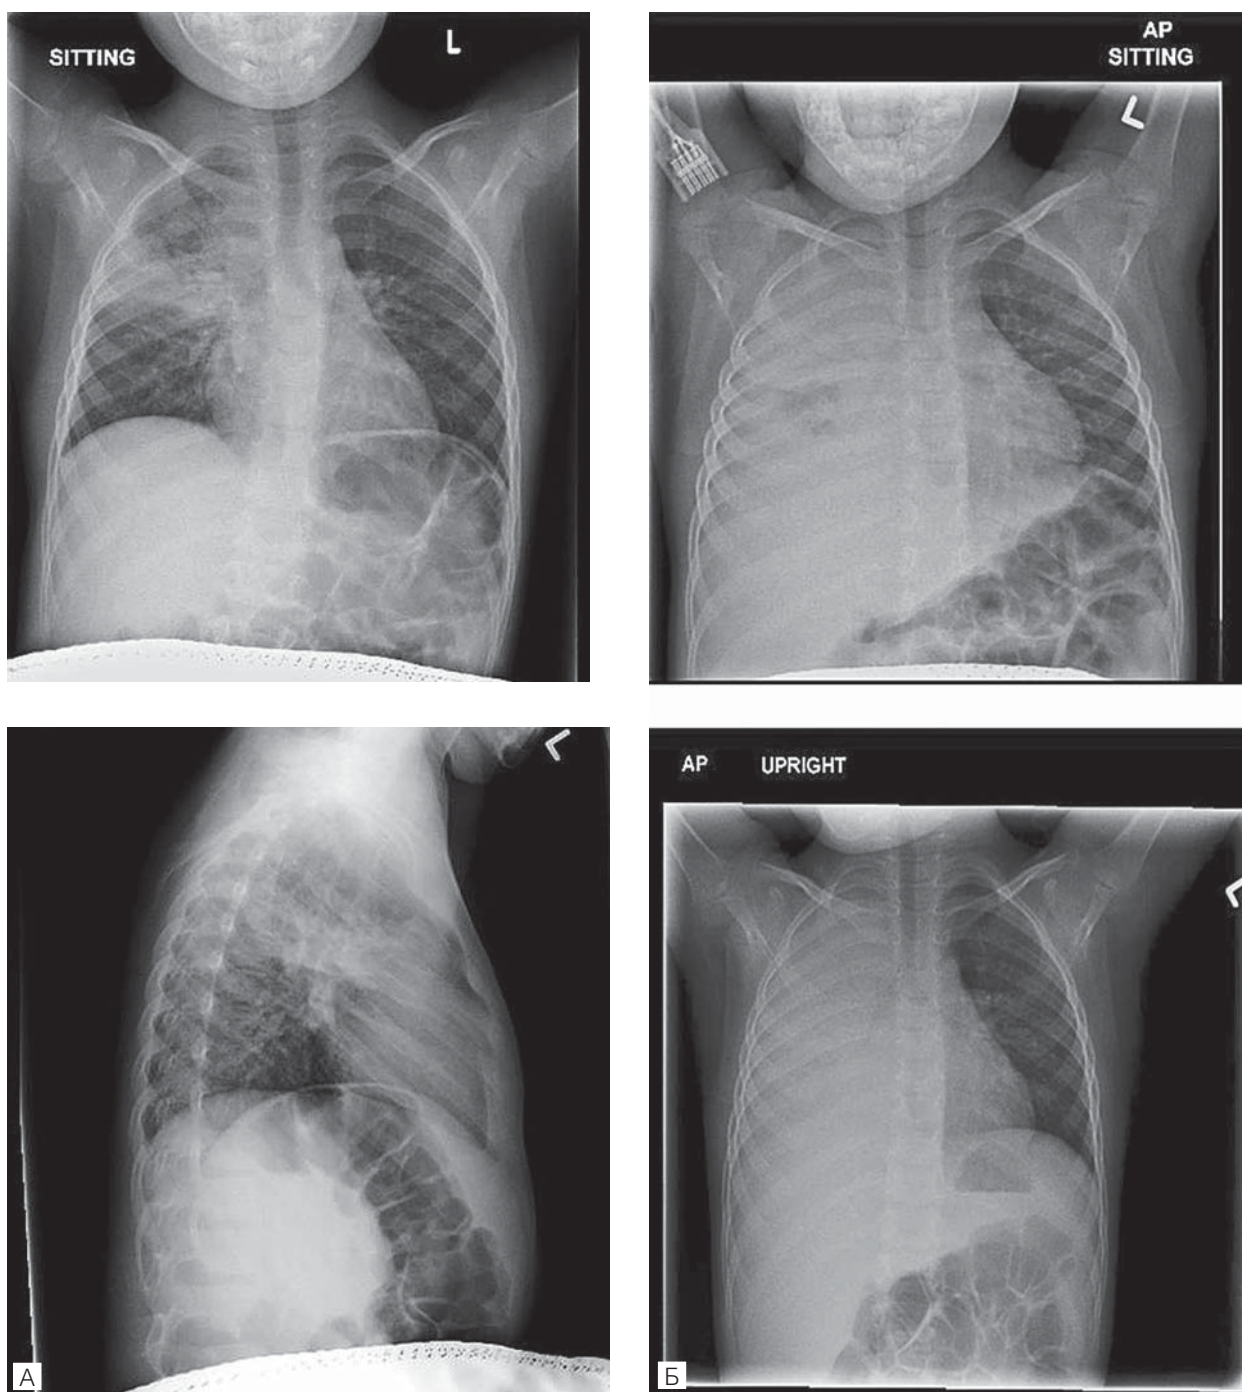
Рентгенограми легень (пряма проекція) дитини з дефіцитом МЗБ, у якої розвинулася пневмонія та ексудативний плеврит (за М. Halbrich та співавт.):
